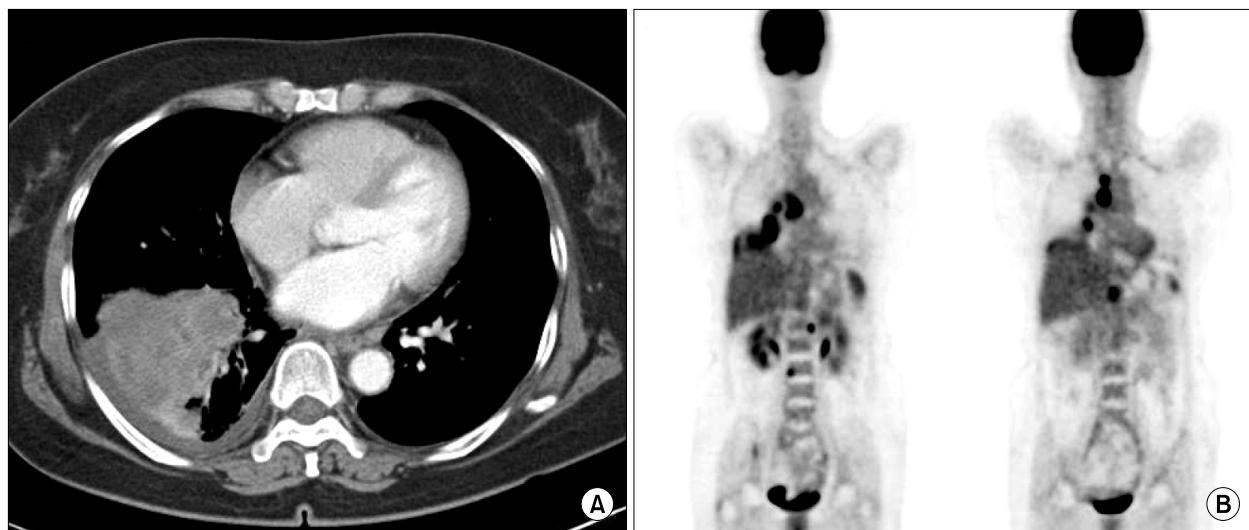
Chest computed tomography showed lobulated mass in the right lower lobe (A), PET-CT showed multiple metastatic lesions in the pleura, bones, abdominal lymph nodes (B).
